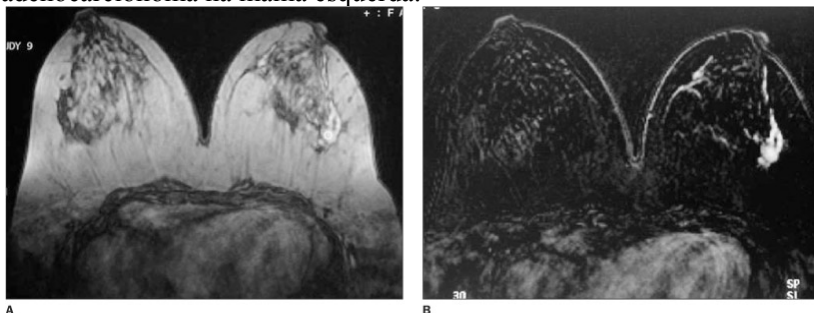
Paciente com 61 anos de idade, portadora de adenocarcinoma na mama esquerda. RM realizada no plano axial, com imagens pós-contraste e com supressão de gordura. Presença de imagem irregular de aspecto infiltrativo localizada na mama esquerda, com intensa impregnação do Gd-DTPA.
